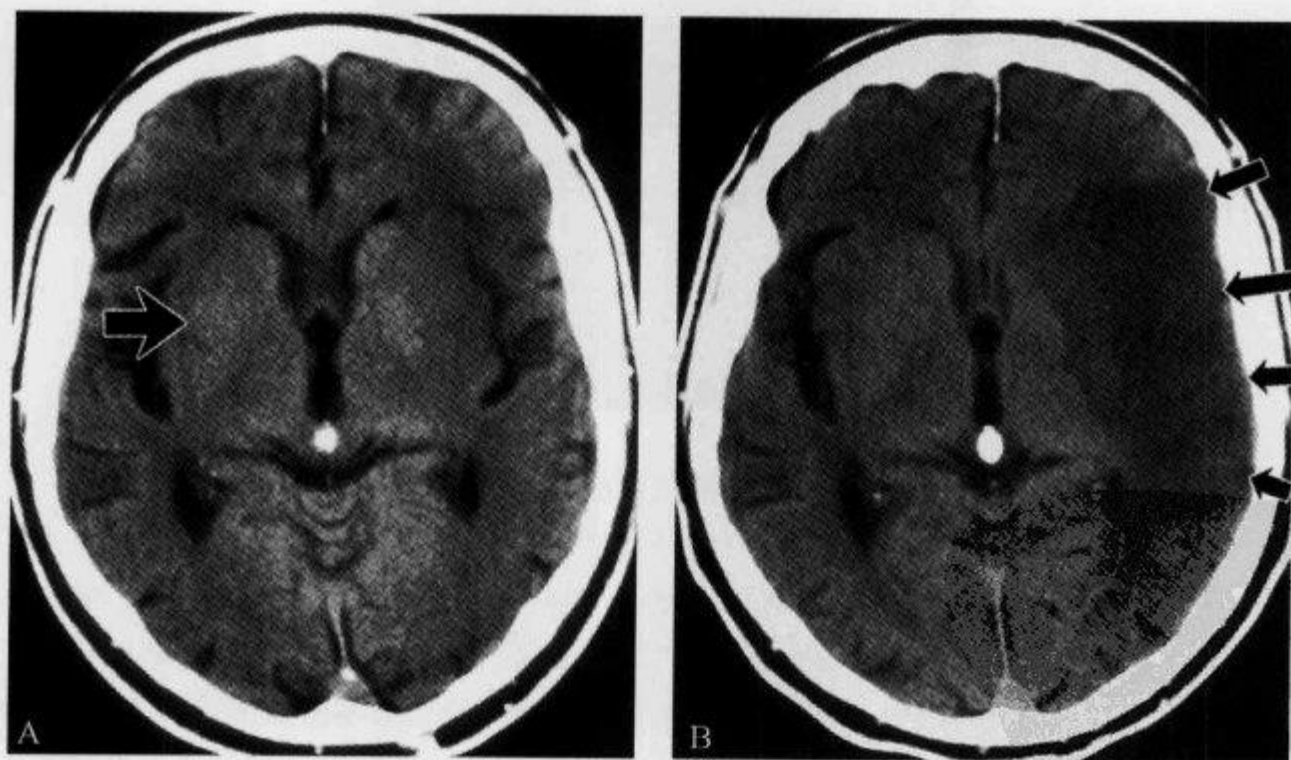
颅脑 CT 平扫示“基底核消失征”
